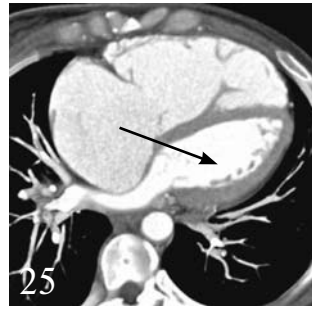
МСКТ сердца. Визуализируется увеличенный правый желудочек (стрелка).
